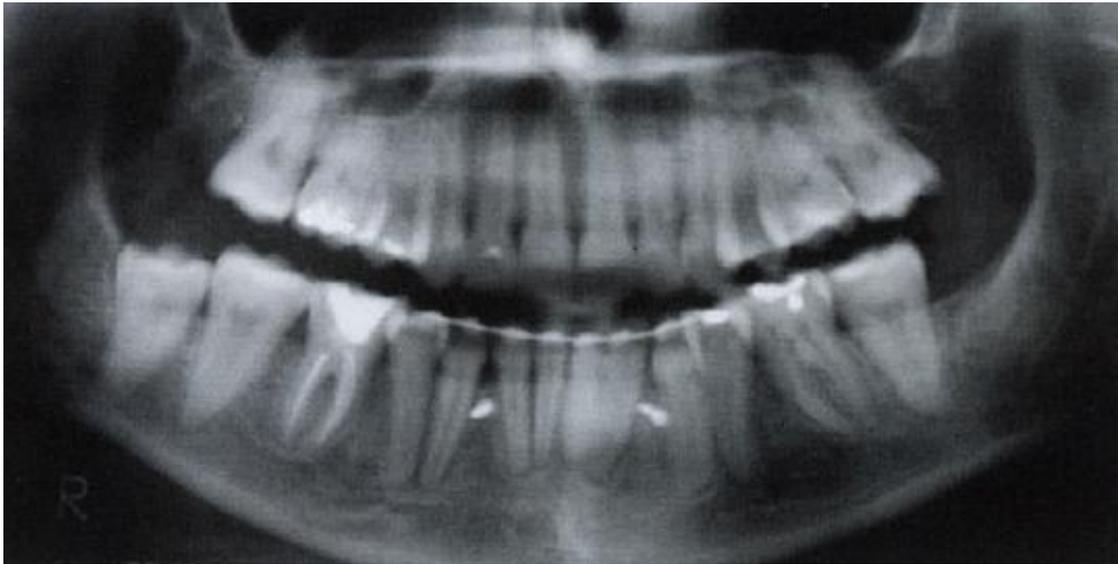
Radiografia panorâmica final.<sup>23</sup>
